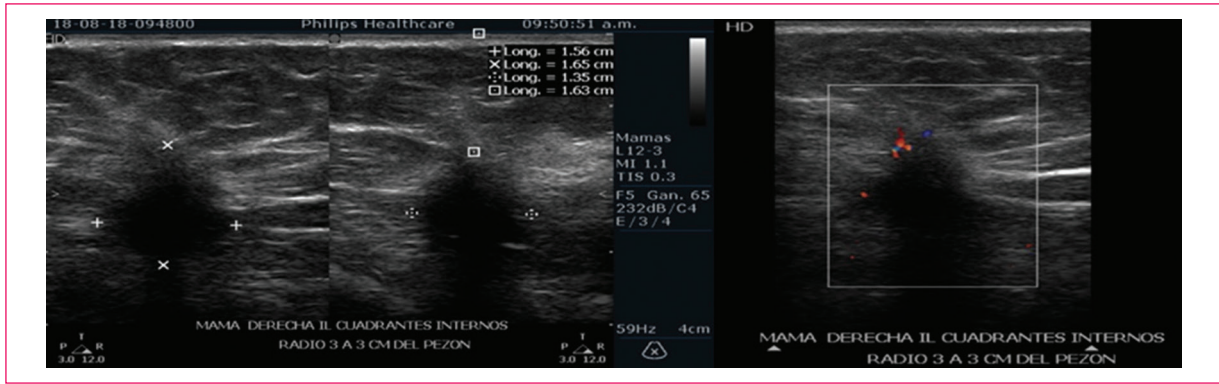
Ultrasonido en escala de grises, en línea de intercuerdas internas radio 3, a 3 cm del pezón, se identifica un nódulo irregular, margen espiculado, hipoecoico, con sombra acústica posterior, eje mayor no paralelo al plano de la piel, vascularidad central a la aplicación del Doppler.
